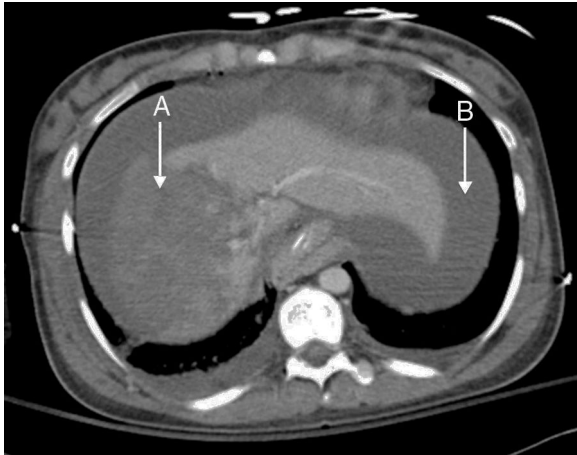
Corte transversal de la TC. A: desgarro hepático en el lóbulo hepático derecho (grado IV de la escala de lesión hepática de la AAST); B: líquido libre intraperitoneal con hemoperitoneo.
